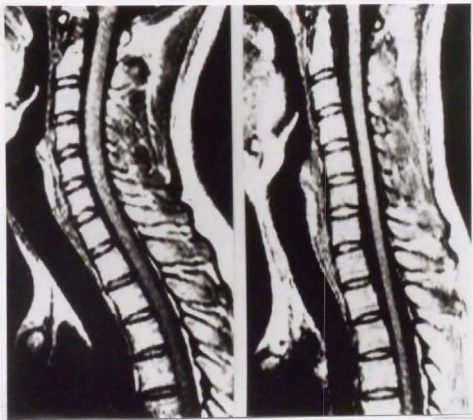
本研究中の対照群男性（対照群第 13 例，左）と疾患群症例（症例 2，右）の頸椎中間位の MRI（T1 強調画像、背臥位で撮像）。対照群症例に比して疾患群症例では、脊髓があたかも引っ張られているかのように直線状を呈し、頸椎から上位胸椎にかけて脊柱管内の最短距離を走行している。疾患群症例の脊髓は下位頸椎レベルでは脊柱管内の後方に位置し、上部胸椎レベルでは前方に位置している。
